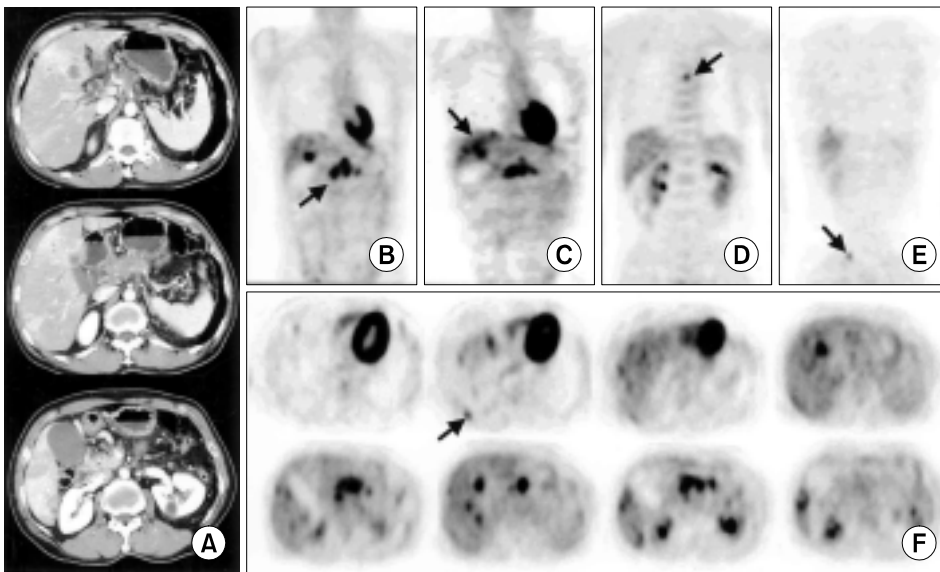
FDG-PET showed primary lesion of pancreatic head cancer (B), and liver metastasis (C) which was detected as liver metastasis by abdominal CT scan (A). FDG-PET additionally showed multiple bone metastasis to mid thoracic spine (D), ileum (E), and ribs (F) (Case 8).
